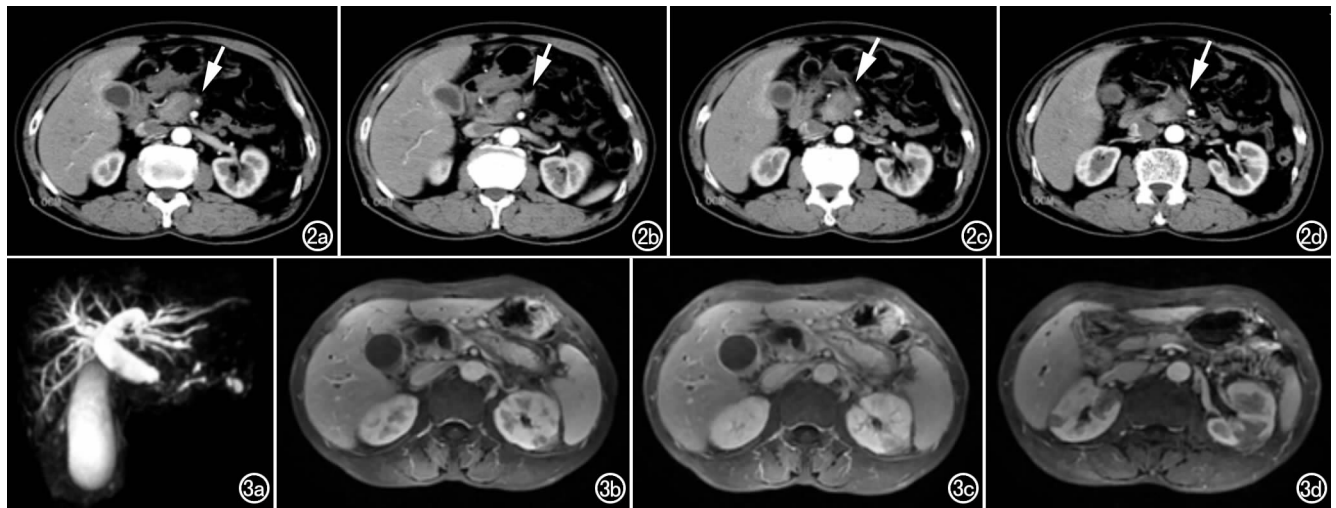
患者,男,68 岁。I 型自身免疫性胰腺炎(局限型)伴胆道和肠系膜上静脉受累。增强 CT 示胰腺头部肿大,周围少量炎性渗出,胰头内侧部分强化程度减弱、明显低于胰头外侧部分和胰腺钩突部;胰头内侧的肠系膜上静脉管壁增厚、毛糙、管腔变细,明显小于肠系膜上动脉(箭);胆管和胆囊壁增厚、肝内胆管扩张。血清 IgG4 为 13.1 g/L,激素治疗后好转。图 3 患者,男,65 岁, I 型自身免疫性胰腺炎合并胆道及肾脏 IgG4 相关病变。a)MRCP 示胆总管下端狭窄,胆管和胆囊扩张,胰管粗细不均匀;b、c)增强 MRI 示胰腺肿胀,周围低信号“晕征”,胆囊及肝内外胆管扩张、壁增厚;d)两肾实质内见楔形低密度改变。血清 IgG4 为 2.82 g/L,激素治疗后好转。
